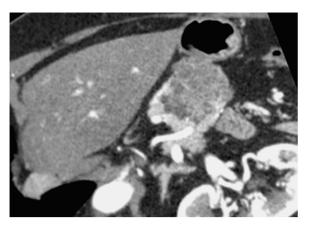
Seröses (mikrozystisches) Zystadenom. In der CT kommen die lobulierte Struktur und die Zystenwände nach Gabe von Kontrastmittel gut zur Darstellung
